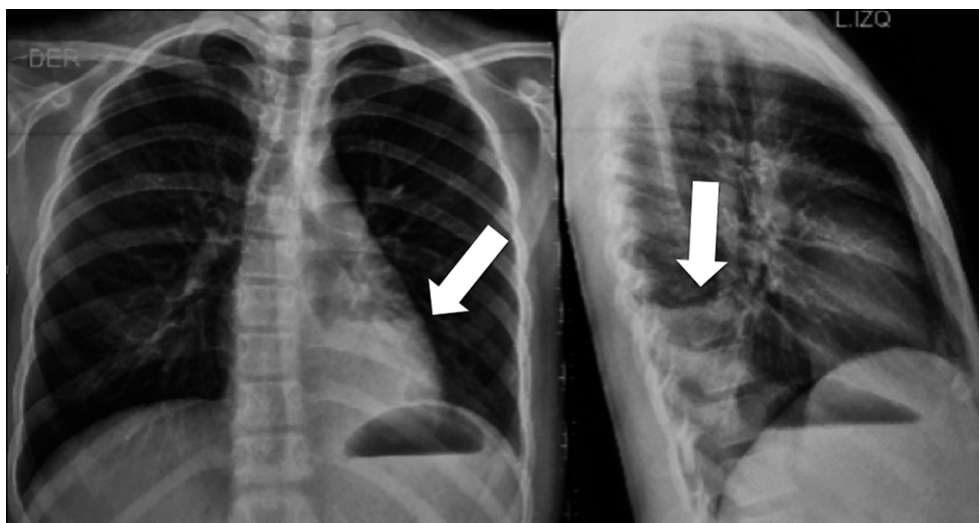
Radiografía de tórax muestra imagen de condensación pulmonar en lóbulo inferior izquierdo (flechas).
